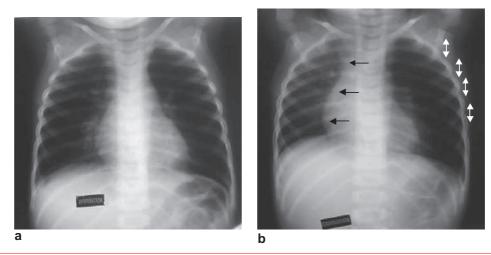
Inhalation d'un corps étranger (cacahuète), enclavé dans la bronche souche gauche. Radiographies pulmonaires de face en inspiration (a) et expiration forcée (b) montrant un piégeage expiratoire gauche : distension thoracique gauche avec hyperclarté, attraction du médiastin (flèches noires) vers la droite et élargissement des espaces intercostaux (flèches blanches).
